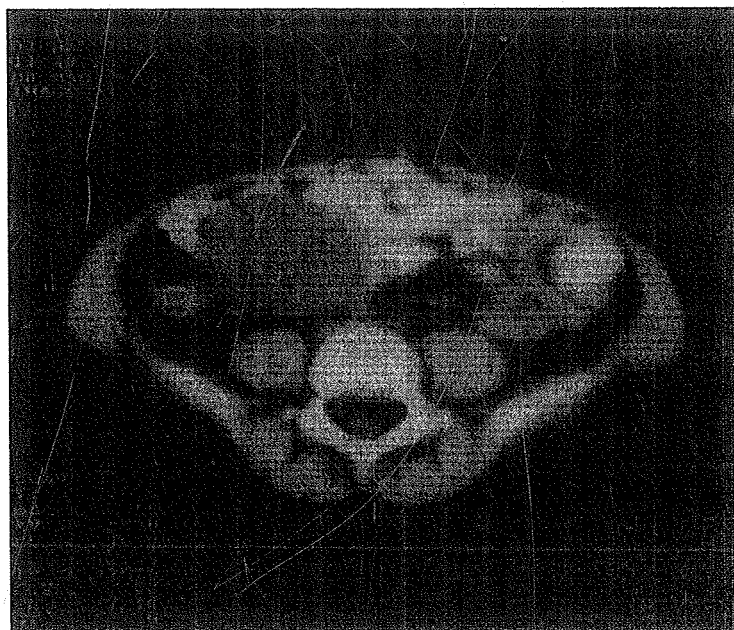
CT e regjionit pelvic vëhet në dukje kisti në vezorën e djathtë
